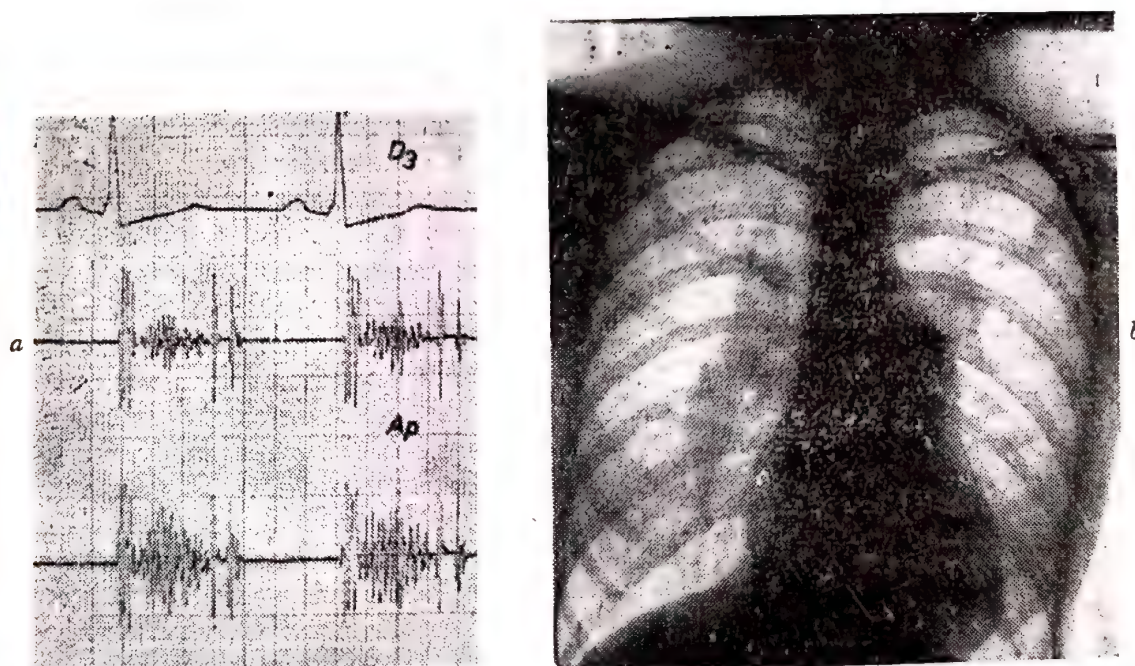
F.C.G. în zona AP și E.C.G. la  $D_3$ , înregistrate unui tânăr de 14 ani cu dg. *ectazia congenitală a trunchiului arterei pulmonare*. Se auscultă suflu sistolic de gradul 3 și dedublarea zgomotului II în zona Ap, TA = 120—70 mmHg, E.C.G. = normală, F.C.G. = suflu mezosistolic în formă de romb, cateterism venos = presiunile : VD' = 40—5 mmHg, AP = 30—15; mmHg, (gradient sistolic de 10 mmHg la orificiul AP), saturația în oxigen a fost normală. b. Radiografia toracelui: imaginea pulmonară normală, conturul inimii normal cu excepția arcului arterei pulmonare, care este lărgit. Suflul și aspectul radiologic au fost singurele semne din care s-a făcut diagnosticul.
